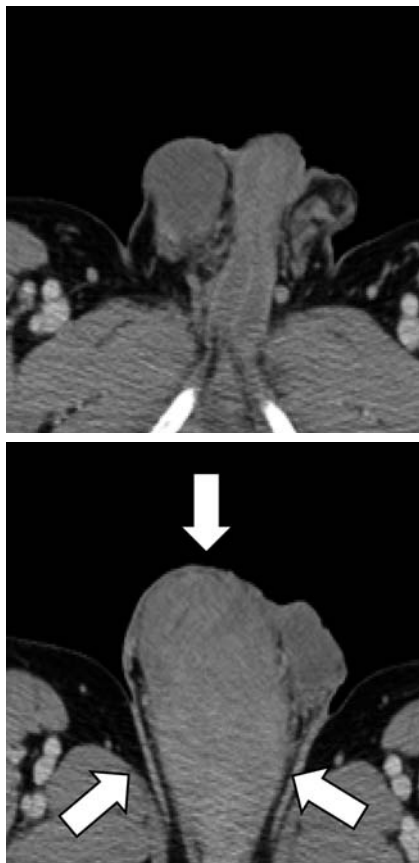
CT revealed a right intrascrotal tumor (arrow).
